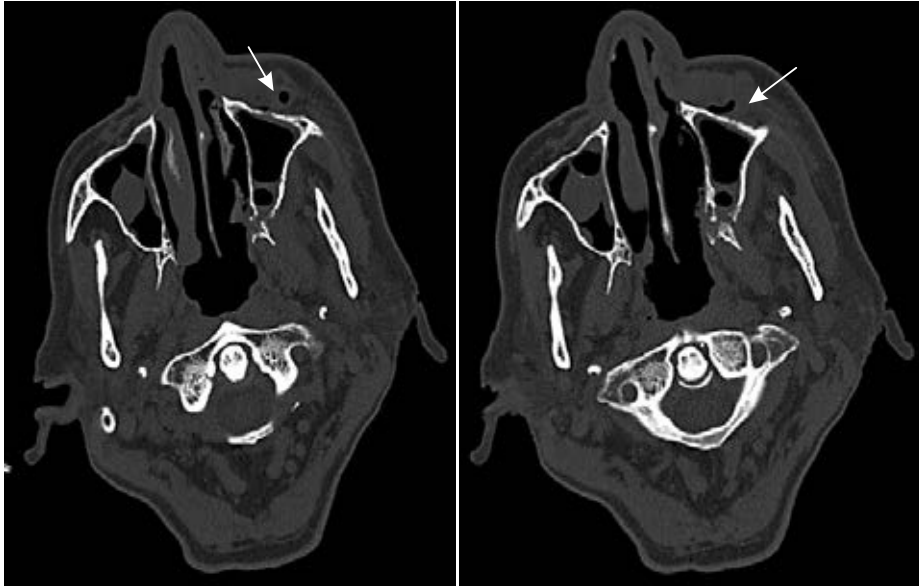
КТ-изменения левой верхнечелюстной пазухи с признаками инфекционного процесса в мягких тканях лица слева (изображения в аксиальной плоскости)
